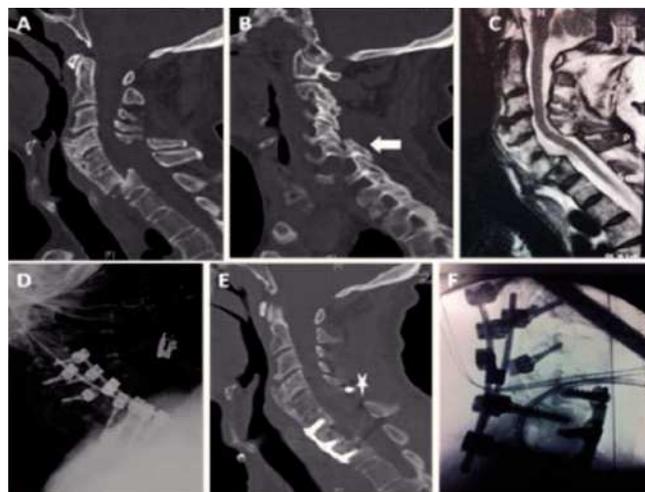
TC cervical sagital; fractura tipo III oblicua que se extiende por el disco intervertebral, con fractura acunamiento de C7 y listesis. B. Luxación fractura facetaria bilateral. C. RM cervical sin afectación medular. D. Rx. sagital artrodesis cervical posterior. E. Corporectomía C7, placa anterior y tornillos. F. Control radiológico final con estabilización anterior y posterior.
